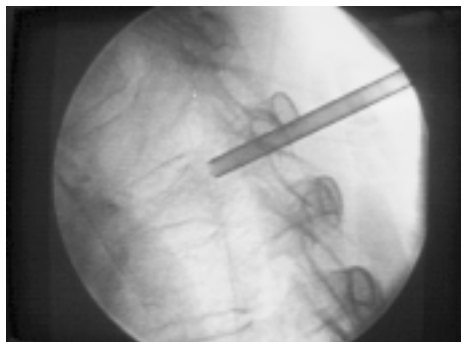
Radiografía de la columna torácica en una proyección lateral del mismo paciente de la figura 10. Se observa cánula de biopsia entrando por el pedículo y aproximándose al cuerpo vertebral. A pesar de ser una vértebra torácica alta es posible que el especialista en dolor introduzca la cánula de biopsia sólo con visión fluoroscópica, evitando la necesidad de TAC.
